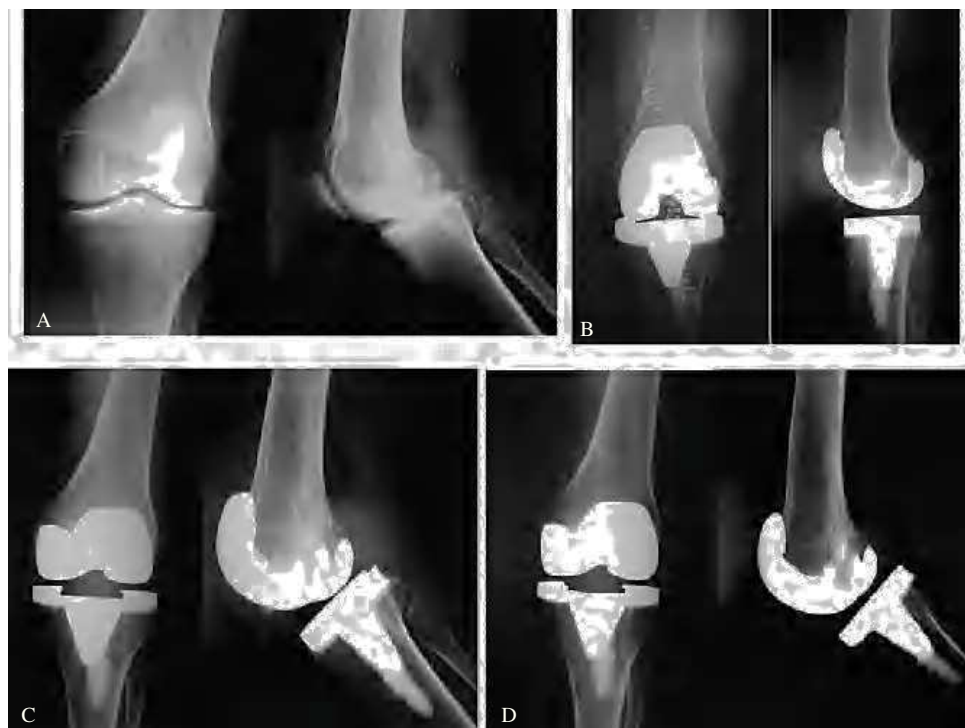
(A) Mujer de 53 años (38/42 puntos). (B) Radiografía postoperatoria satisfactoria. (C) Buen aspecto a los 3 años de evolución. (D) Resultado excelente a los 7 años de la intervención (90/80 puntos).
